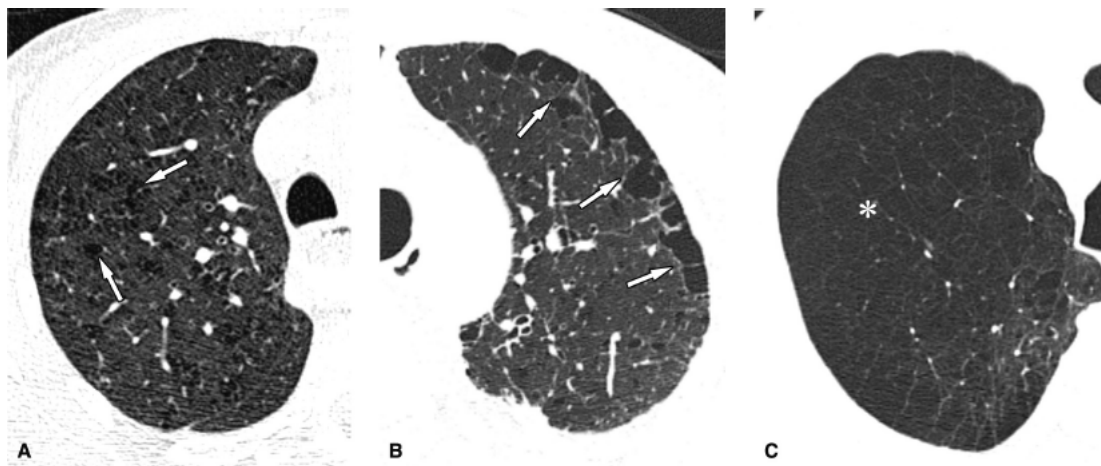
Imagens axiais de tomografia computadorizada do tórax, em janela de pulmão, evidenciando enfisema pulmonar com morfologia centrolobular (setas em A) e parasseptal (setas em B) em pacientes tabagistas. Em C, caracteriza-se enfisema com morfologia panlobular em paciente com deficiência de alfa-1-antitripsina (asterisco).
